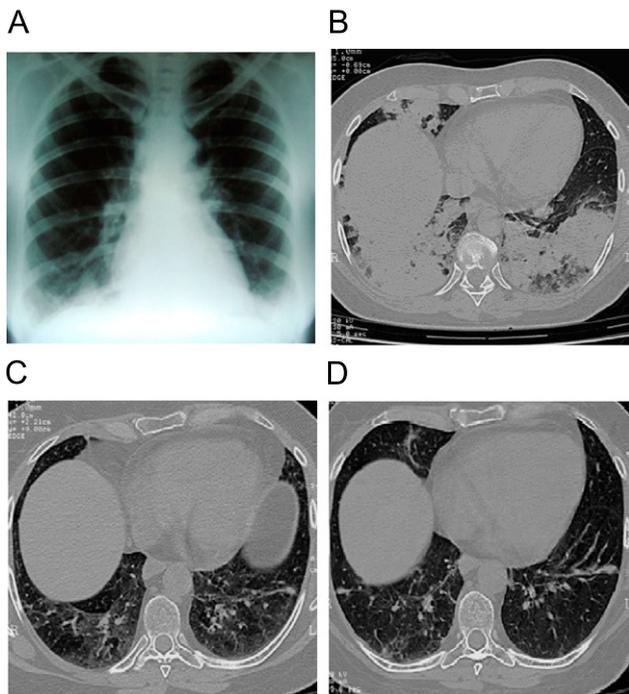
A) Radiografía al ingreso. B) Tomografía al ingreso. C) Después de un mes de tratamiento. D) Después de 3 meses de tratamiento.
